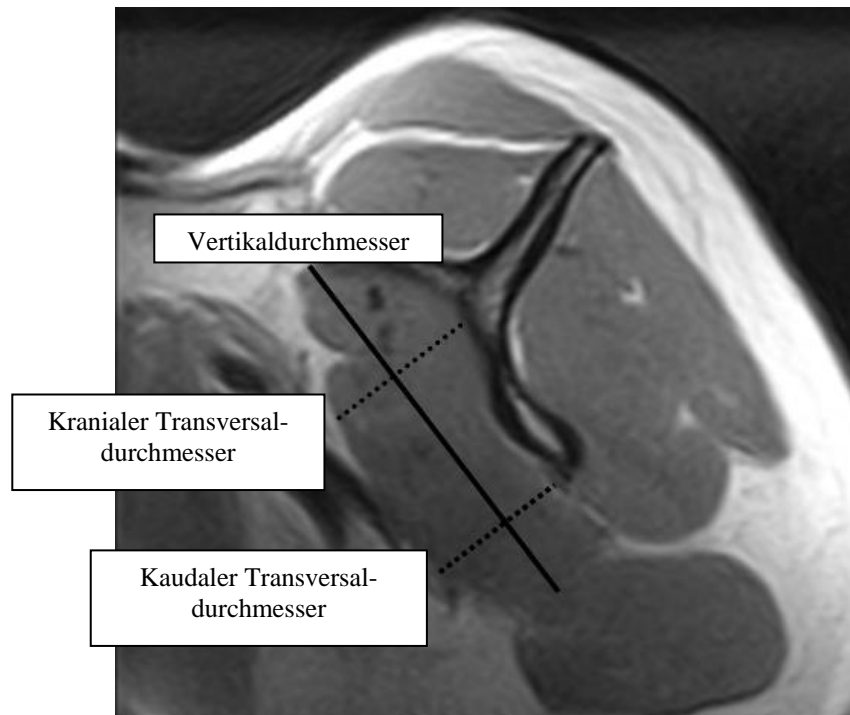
In der parasagittalen MRT der Rotatorenmanschettenmuskulatur wurden der maximale schräge Vertikal- und der maximale schräge Transversaldurchmesser des kranialen und des kaudalen Anteils des Musculus subscapularis gemessen
